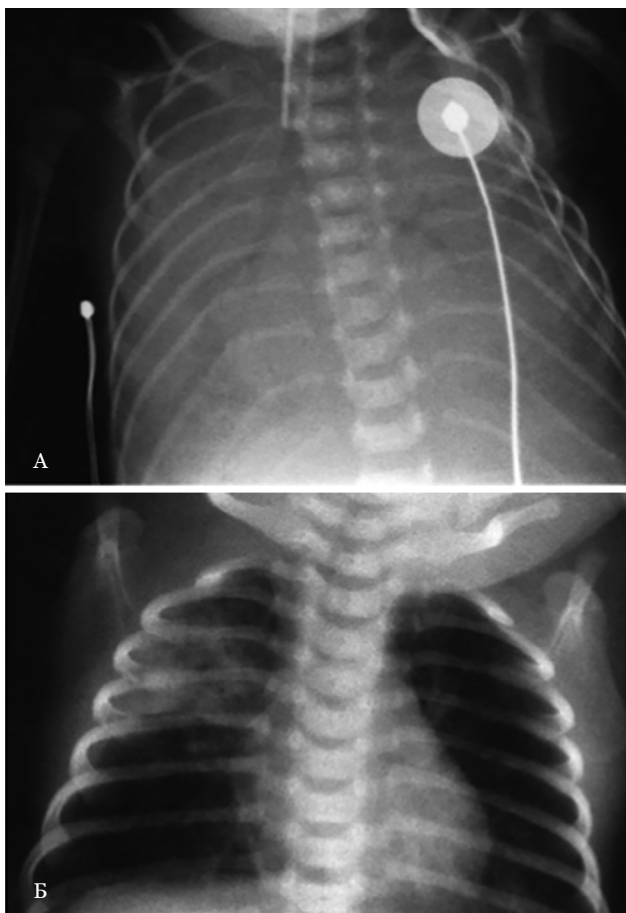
Рентгенограммы органов грудной клетки новорожденных с пневмонией, вызванной *Streptococcus agalactiae*
